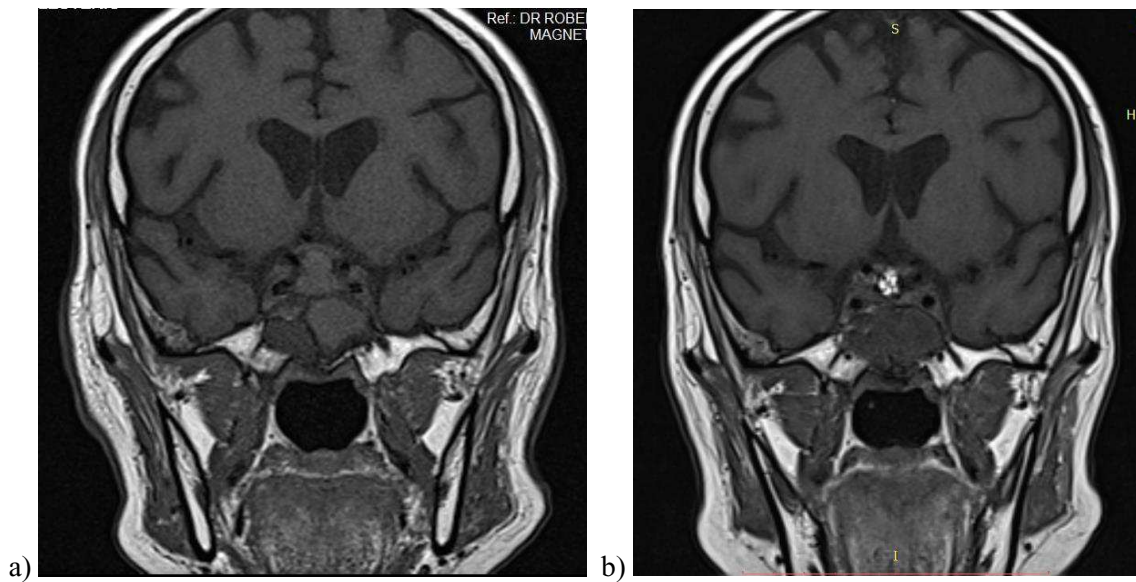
a) Corte coronal secuencia T1 sin contraste, donde se visualiza el seno esfenoidal ocupado por material sugestivo de sinusitis, se observa como el quiasma óptico se dirige hacia superior debido a la lesión. b) Resonancia realizada 2 meses después de la cirugía, corte coronal en secuencia T1 donde se observa hiperintensidad la cual corresponde a material que evita la conexión del seno esfenoidal con la silla turca, se visualiza además que el quiasma óptico no se encuentra comprimido.
